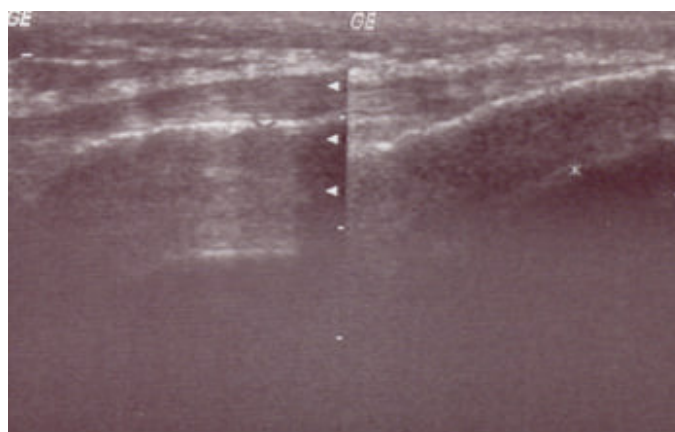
Ultrasound of the knee joint in patients with stage II gonarthrosis.
